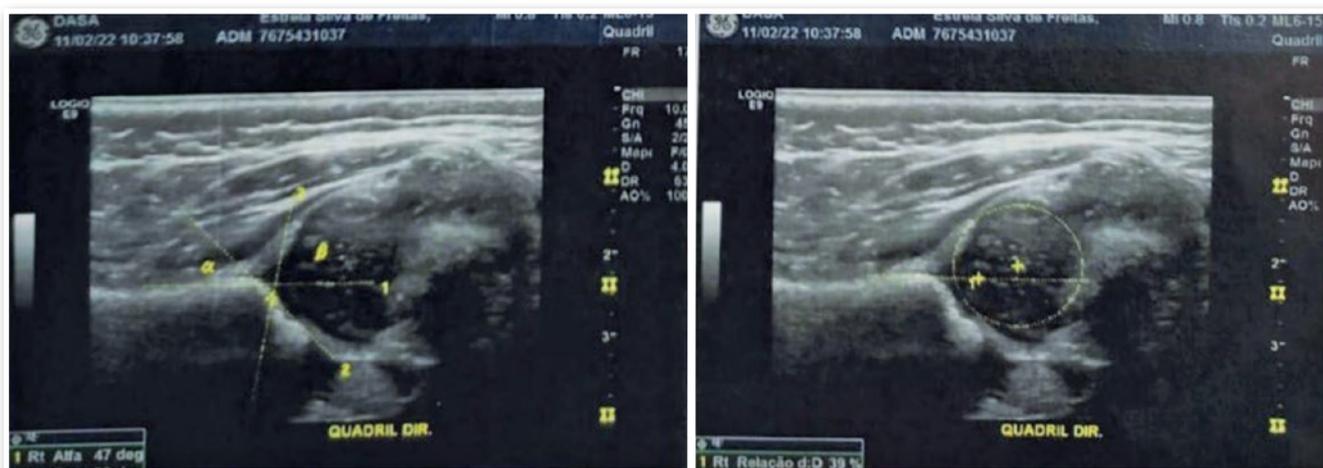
Ultrassonografia de quadril direito no momento do diagnóstico. Morfologia D de GRAF.
